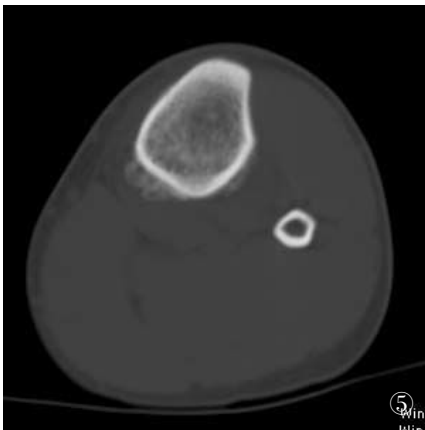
胫腓骨轴位 CT 示胫骨局部骨皮质模糊及骨膜增生 图 6 骨盆轴位 CT 示右股骨颈髓腔内见垂直于骨皮质的致密带 图 7 膝关节 MRP 重建显示胫骨近端骨小梁断裂,髓腔内横行致密带 图 8 胫骨 MPR 重建显示胫骨上段局部骨膜反应,并可见骨折线,邻近软组织肿胀。
